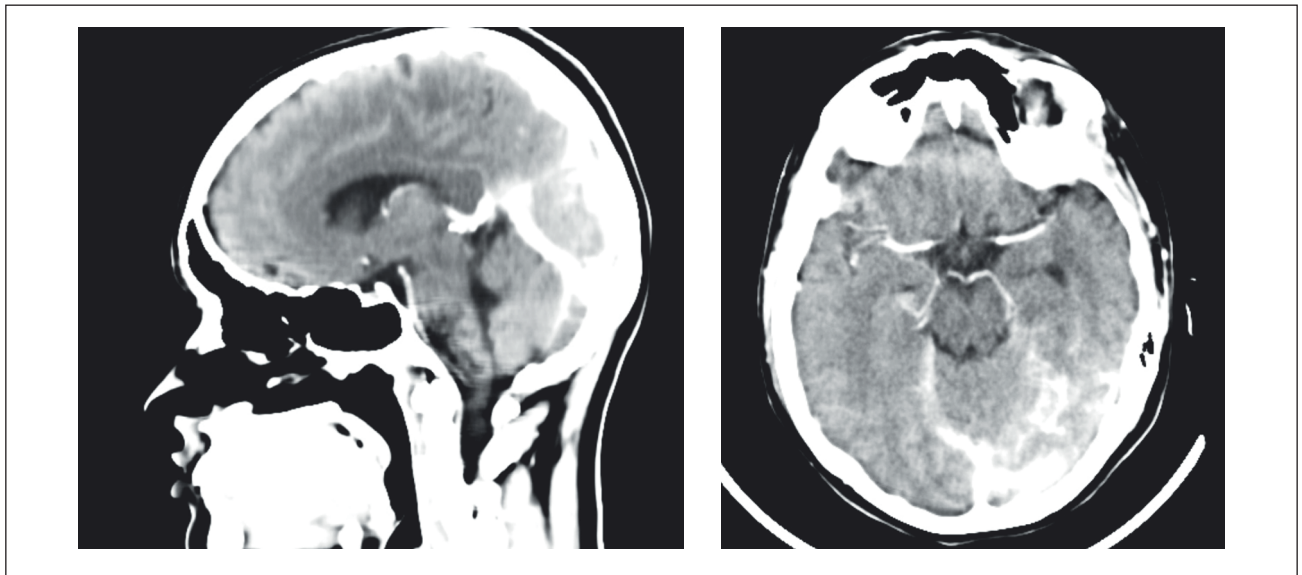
КТ-ангіографія пацієнтки Л., сагітальний і аксіальний зрізи. Підвищення щільності у ділянках верхнього сагітального, поперечного та сигмоподібного синусів
